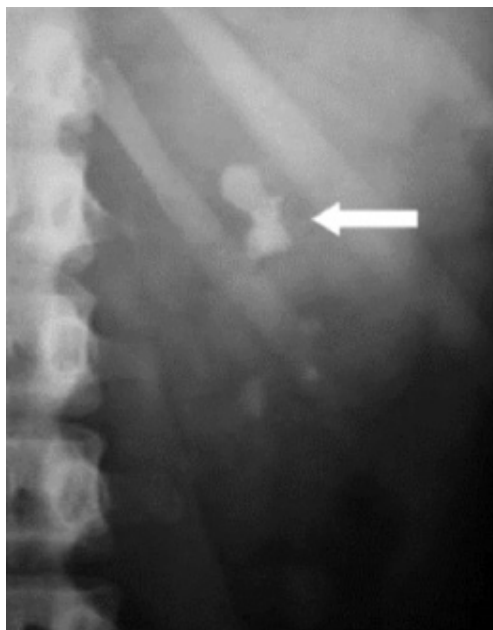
UROLITÍASE. RADIOGRAFIA SIMPLES DESTACANDO CÁLCULO (SETA) NO RIM ESQUERDO
